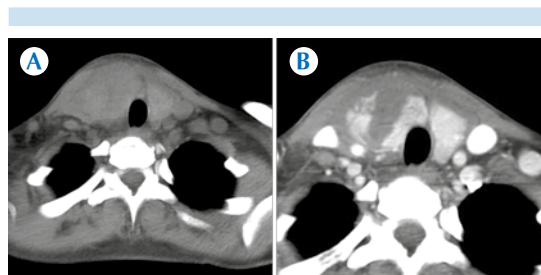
A) Tomografía simple que demuestra aumento de volumen en la región anterior del cuello, con zonas de mayor densidad. B) Tomografía contrastada que demuestra la rotura del lóbulo tiroideo derecho con hematoma circundante.
